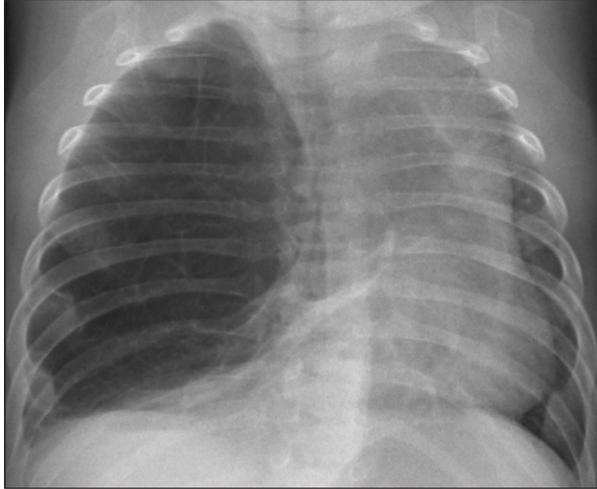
Radiographie thoracique standard de face démontrant un emphysème majeur lobaire supérieur droit avec atélectasie lobaire moyenne et inférieure homolatérale et refoulement du cœur et du médiastin vers la gauche.
